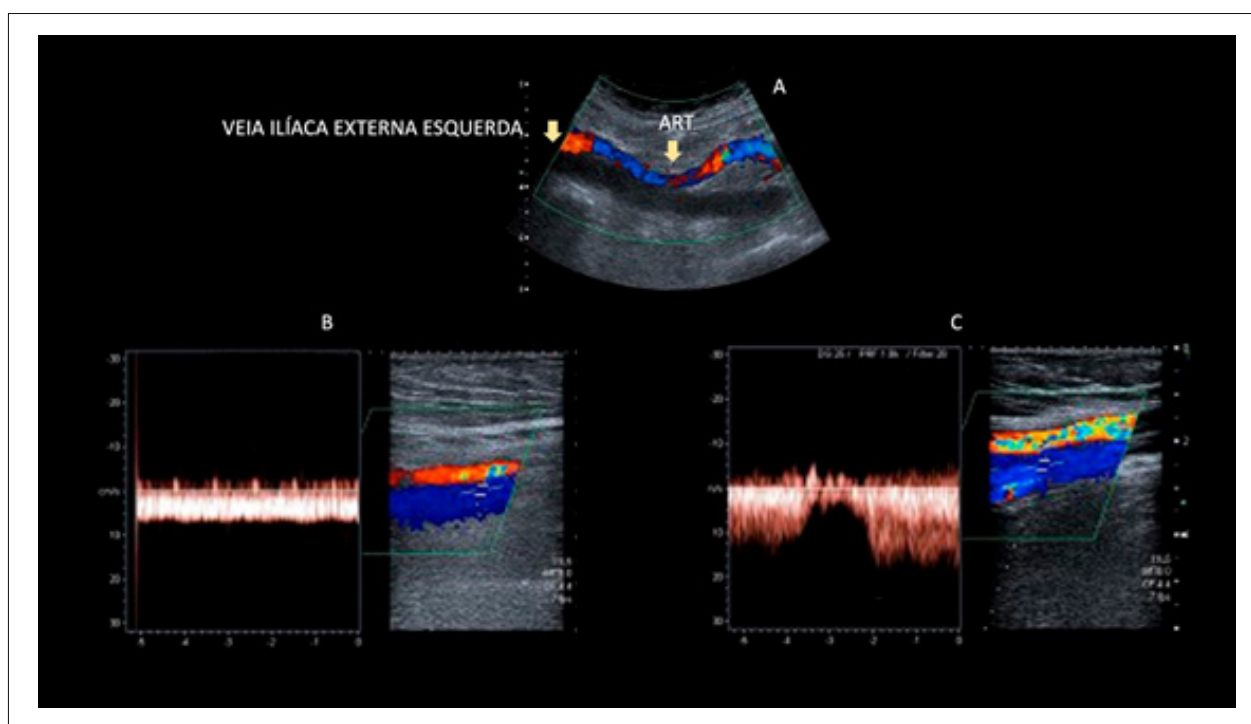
Trombose de veia ilíaca externa esquerda: comparação de fluxo nas veias femorais comuns esquerda e direita. A: veia ilíaca externa esquerda dilatada, com a luz preenchida por trombo de aspecto recente, sem fluxo ao mapeamento de fluxo a cores; B: fluxo contínuo ao Doppler espectral em veia femoral comum esquerda, secundário a trombose de veia ilíaca externa ipsilateral; C: fluxo fásico e normal na veia femoral comum contralateral.
